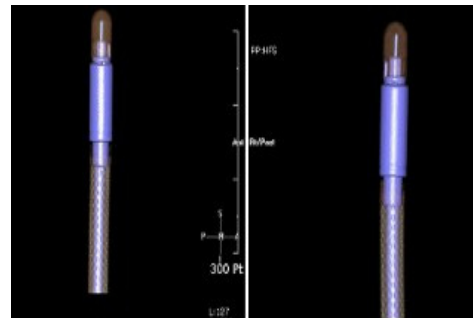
A reconstructible image of ionization chamber (64-Channel CT)
